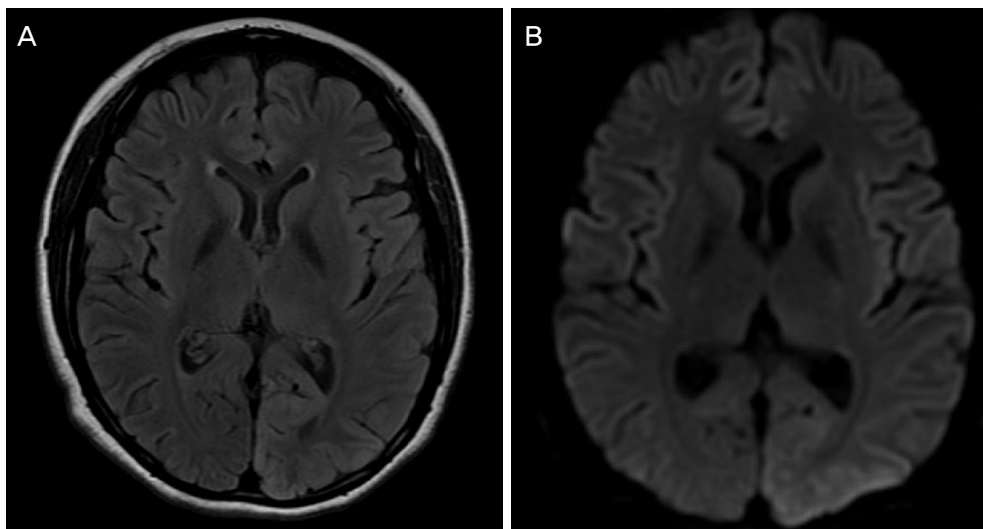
Magnetic resonance imaging (MRI) of the patient. (A) A fluid-attenuated inversion recovery (FLAIR) image showed very subtle changes on the cortex of left parietooccipital lobe. (B) A diffusion weighted image also showed very mild diffusion restriction on the cortex of left parietooccipital lobe.
